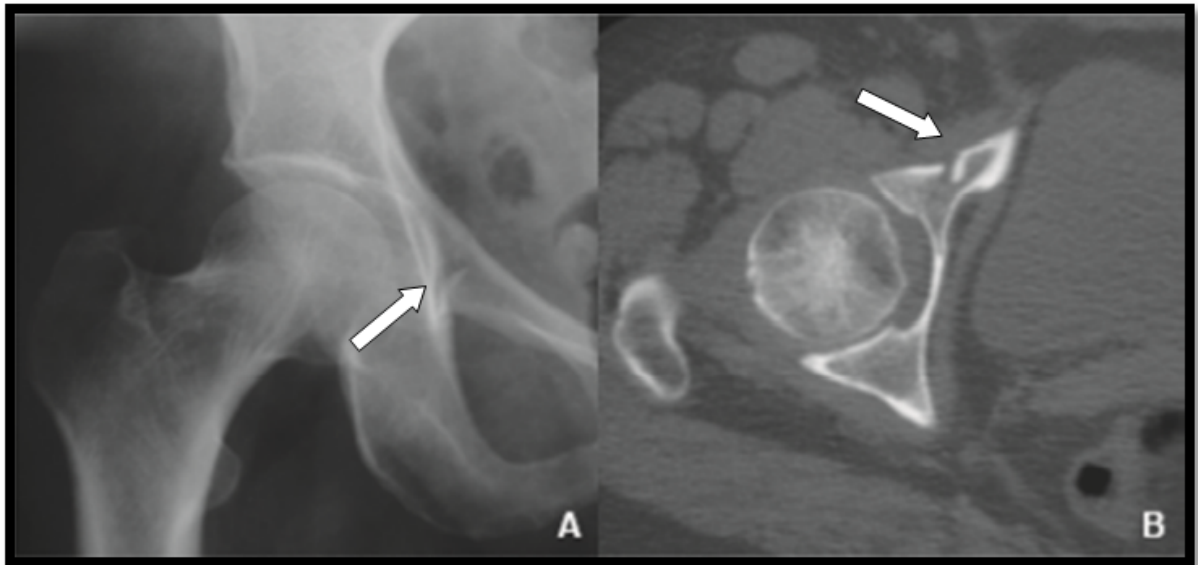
A - Radiographie de face de la hanche droite qui montre une fracture de la colonne antérieure du cotyle droit chez un enfant de 15 ans dans le cadre d'un polytraumatisme suite à un AVP. B - Aspect scanographique objectivant une fracture de la colonne antérieure du cotyle droit.
